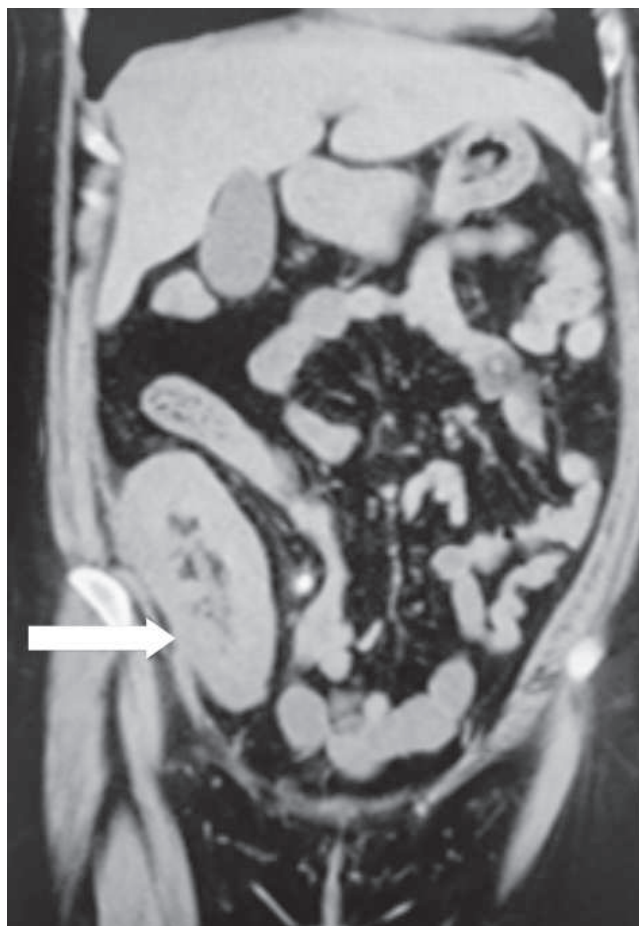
Tomografía simple de abdomen corte coronal que muestra injerto renal en fosa iliaca derecha.
